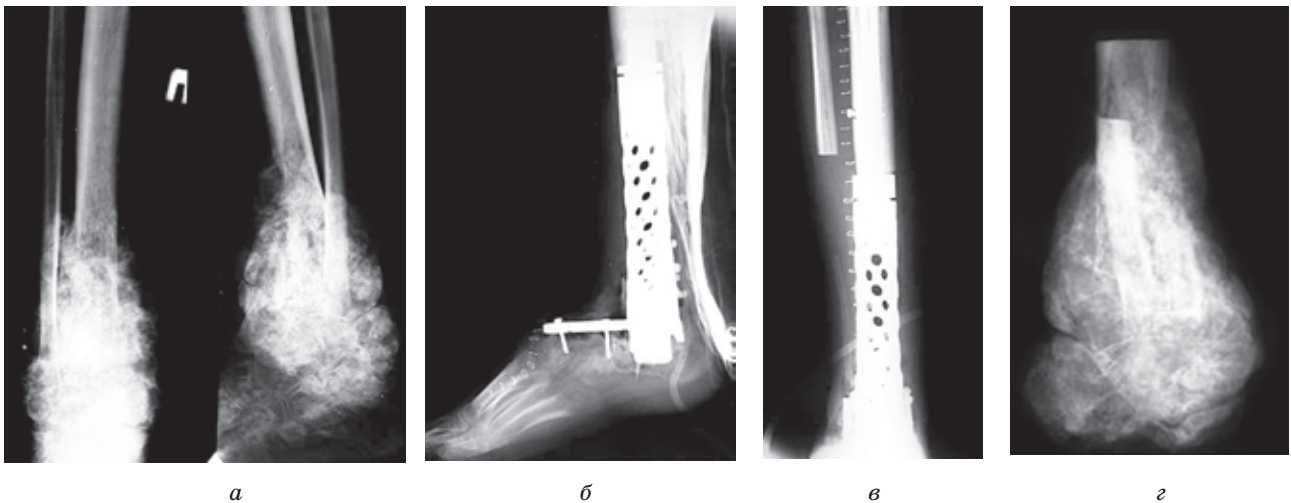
Фотовідбитки рентгенограм пацієнта І., 20 р. з діагнозом остеогенна саркома дистального відділу правої великогомілкової кістки $T_2N_0M_0$, II ст., II кл. гр.
